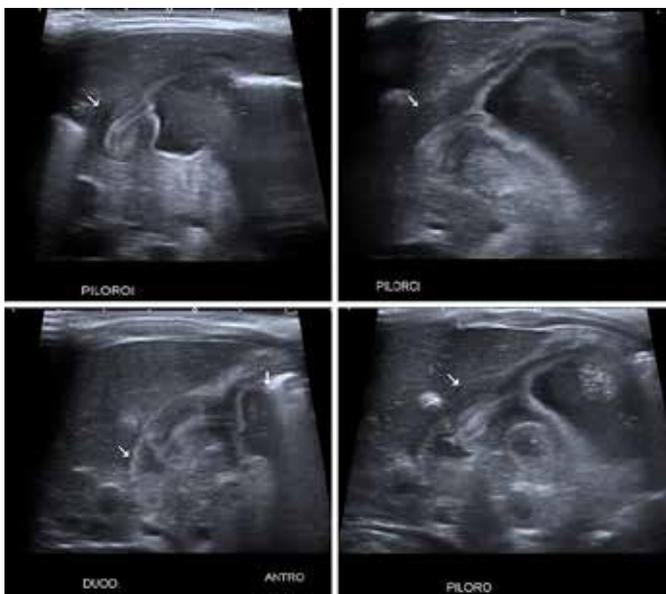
Ecografía de abdomen: píloro de dimensiones aumentadas.
